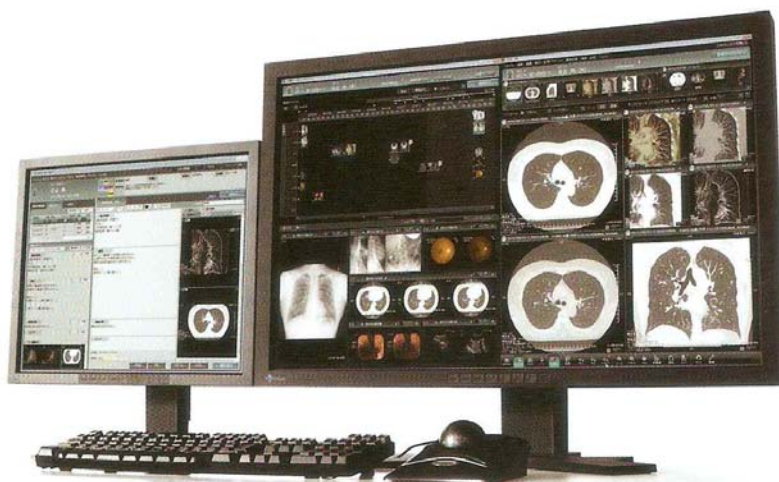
電腦斷層掃描(CT)連續拍攝多張身軀部分圖像
